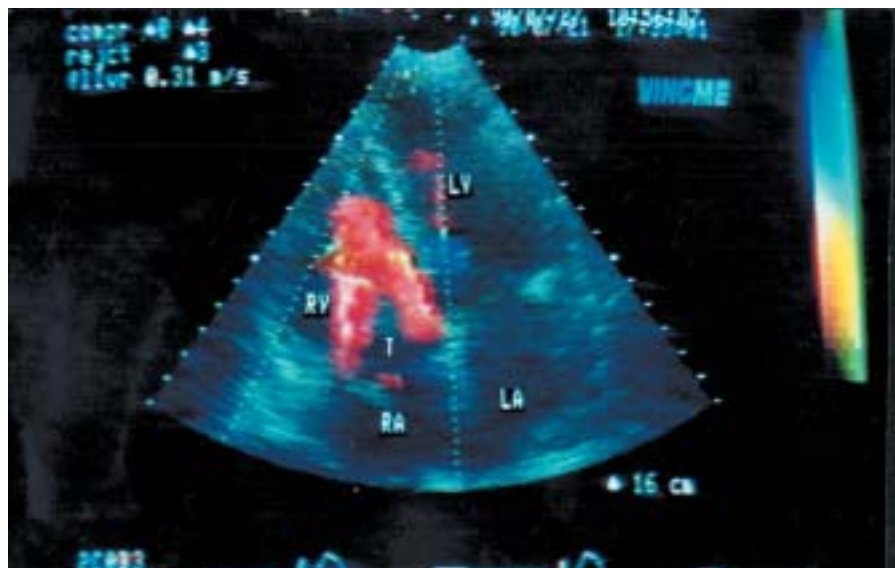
Proyección apical 4 cámaras donde se aprecia el trombo prolapsando a través de la válvula tricúspide. En Doppler color se aprecia la importante obstrucción transvalvular permitiendo el paso de la sangre sólo por los laterales.
